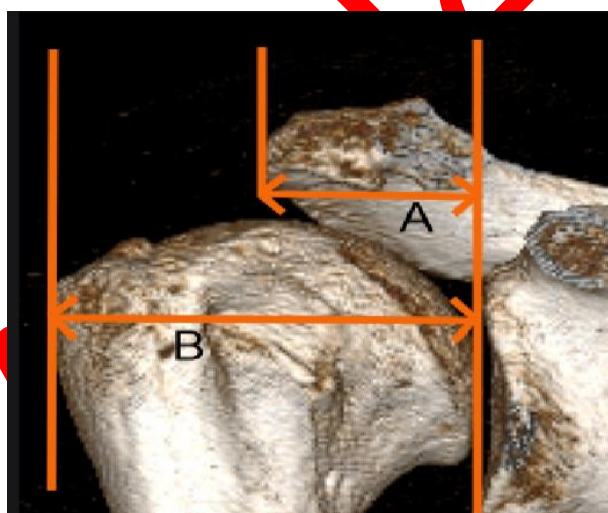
Графическое КТ-изображение плечевого сустава: AI рассчитывается как отношение длины от плоскости сустава до латерального края акромиона и длины от плоскости сустава к латеральному краю головки плечевой кости (A/B).
